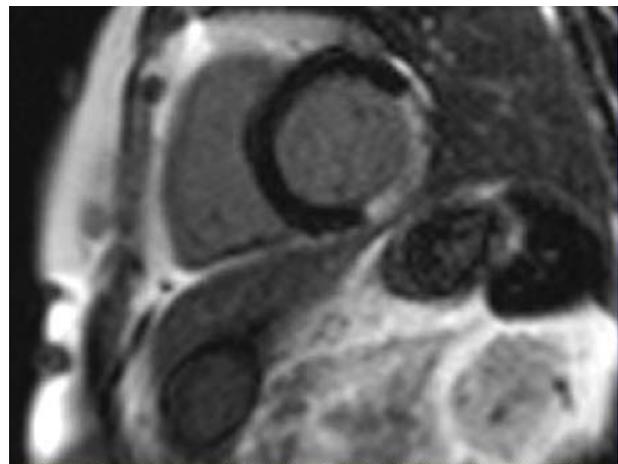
Narben im Herzmuskel können in der Kernspintomographie besonders gut erkannt werden. Der hier weiß dargestellte Bereich ist ein großer Herzinfarkt der Hinter- und Seitenwand.
